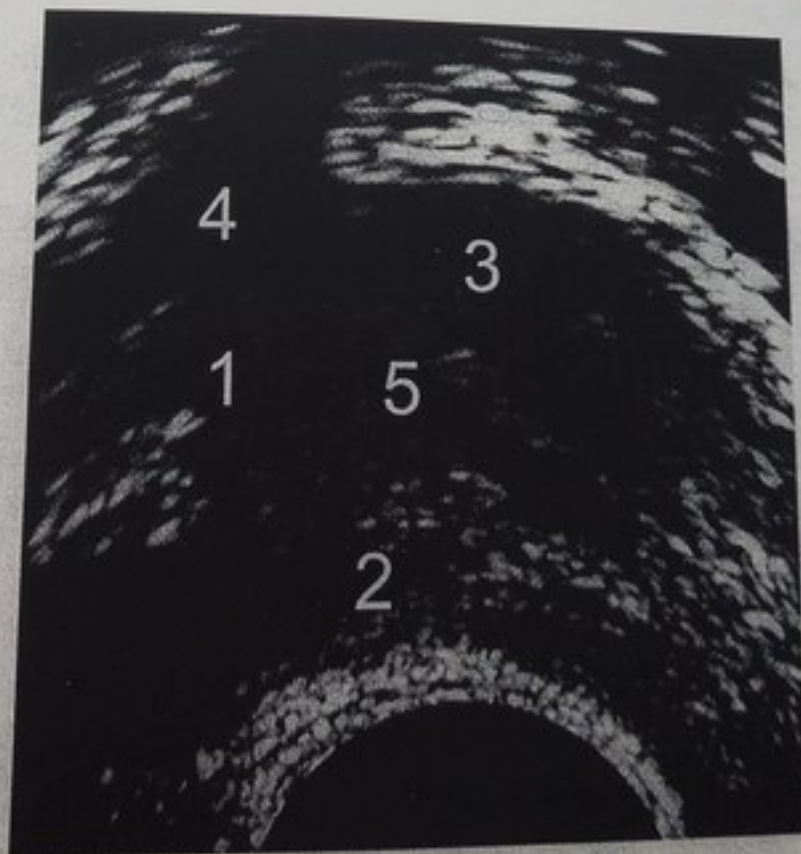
ТРУЗИ мужчины радиальным датчиком:
